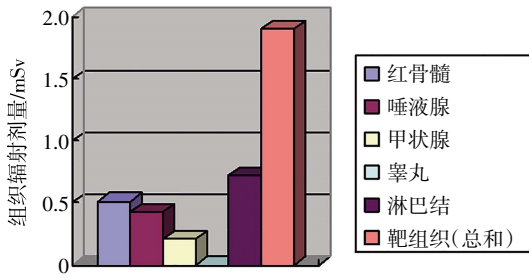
一例 20 岁男性头颅 CT 平扫器官与组织辐射剂量图
